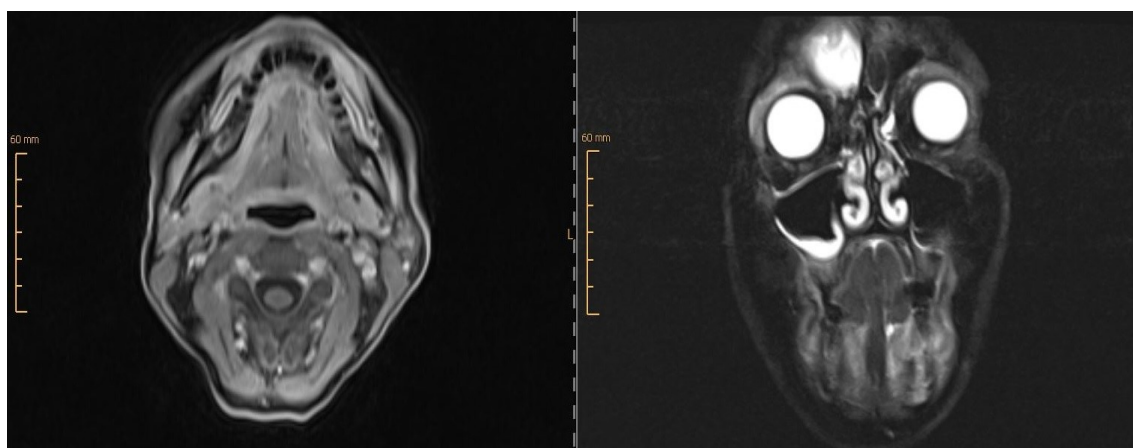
Artefakte in einer MRT-Aufnahme
